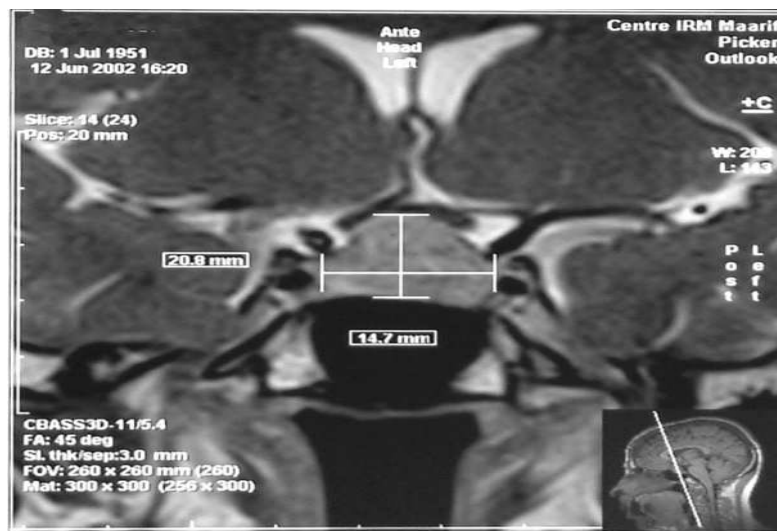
IRM en coupe coronale en séquence T2 montrant un adénome hypophysaire intra-sellaire avec extension supra-sellaire surélevant le chiasma optique et refoulant les tiges pituitaires.
